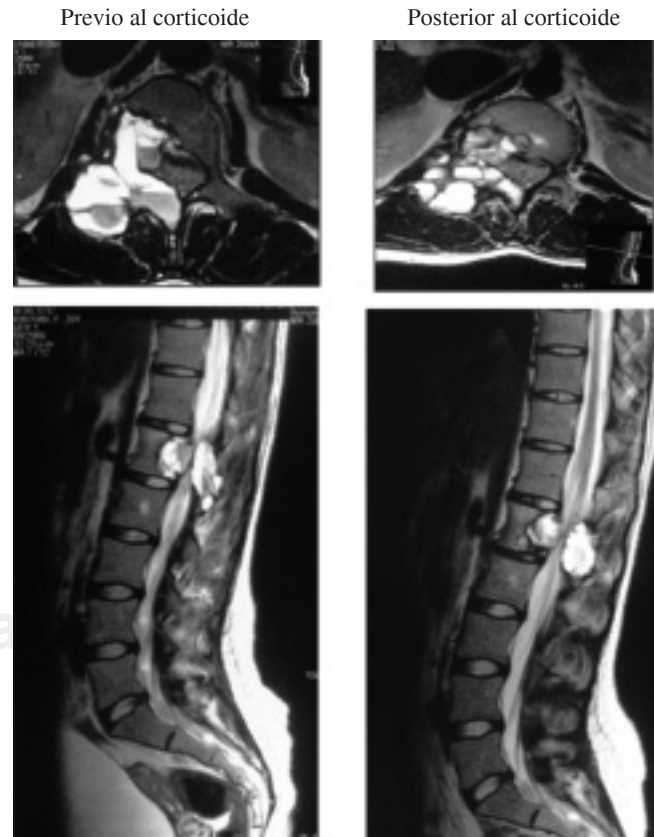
RM donde se observa una destrucción del componente óseo y en su interior zonas quísticas, mismas que nacen en las vértebras lumbares. Pre y post Tx. Corticoides (7 meses).
